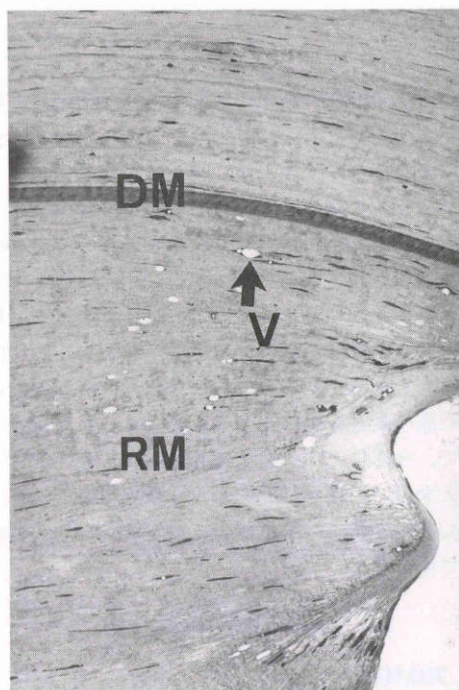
術後18カ月目の角膜の光顕像。異常増殖した retro-corneal membrane (RM) にシリコンオイルが取り込まれたと思われる空胞(V)がみられる。(DM: デスメ膜)・(×200, トルイジンブルー染色)
